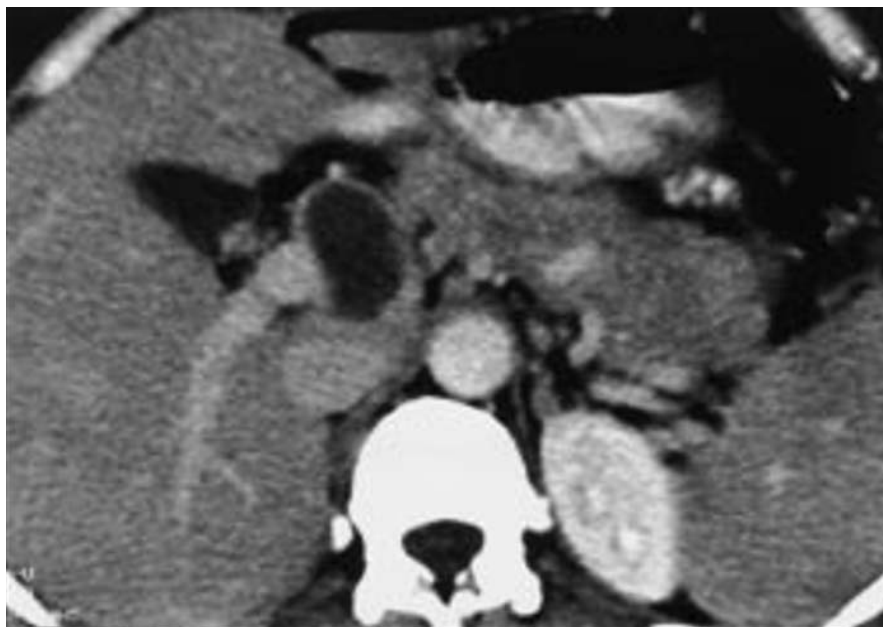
TDM après injection de PDC : Adénopathie pédiculaire hépatique avec un centre hypodense et un fin liseré périphérique de rehaussement.[5]
